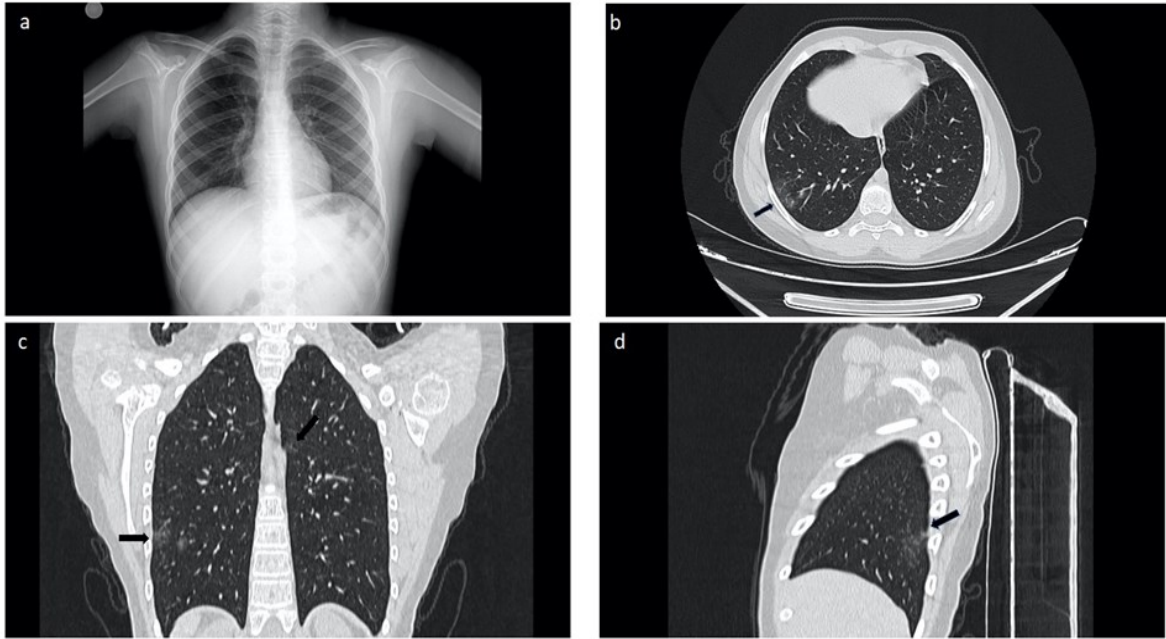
Chest Radiography and Classic / Probable COVID -19 pattern CT scan image.
